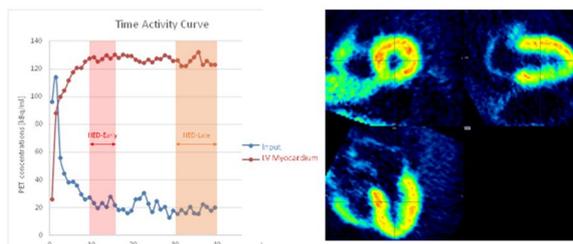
心臓PET検査で撮影した11C-HEDの集積画像と集積値の解析グラフの一例
